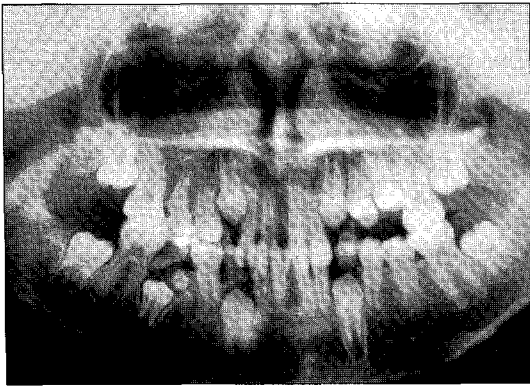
Initial panoramic radiograph revealed compound odontoma above the underdeveloped lower right 2nd premolar(#45), which seemed to show folliculitis.
